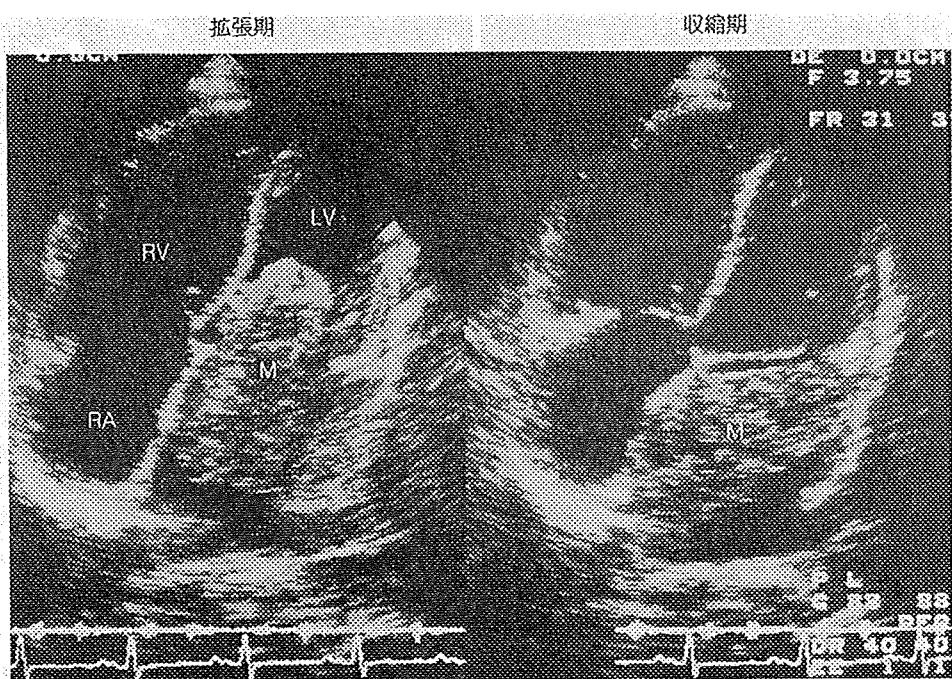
左房粘液腫の心エコー図（四腔像）
